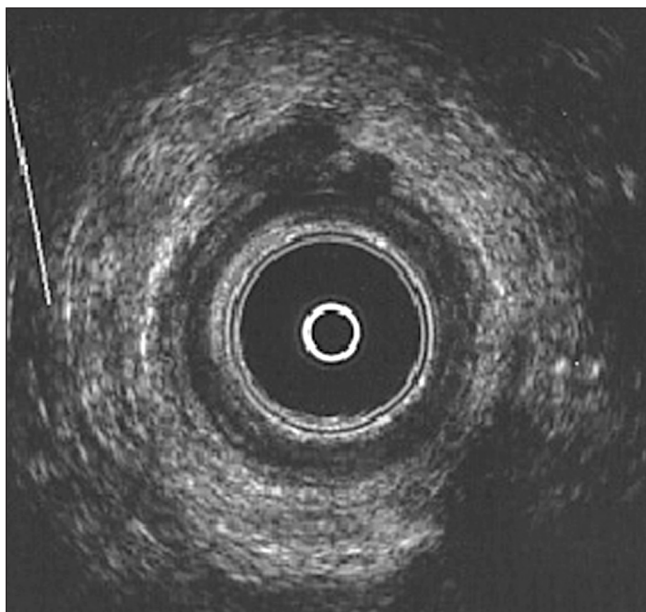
Anal ultrasound of a patient with PACD. An hypoechoic irregular anterior image can be observed that seems consistent with an unsuspected abscess, as well as with an enlargement –probably inflammatory– of the internal anal sphincter (IAS).
